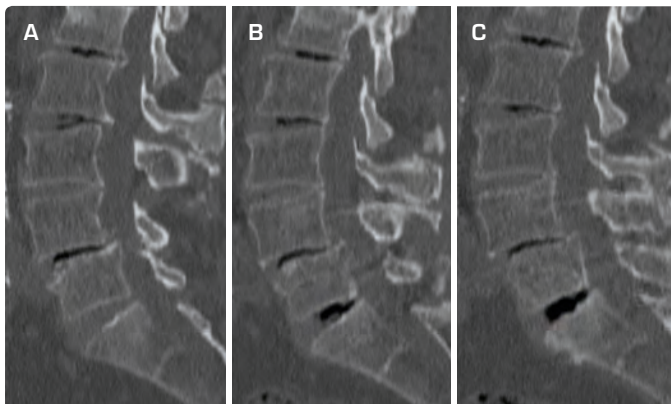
BONE WINDOWED SAGITTAL LUMBAR CT SCAN IMAGES OF THE PATIENT
